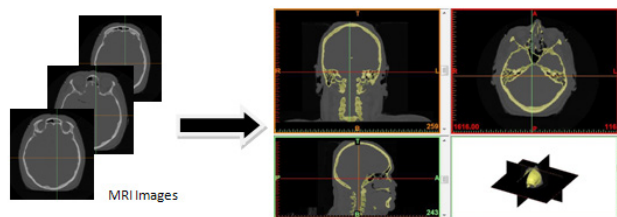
Input MRI images for MIMICS17 software
